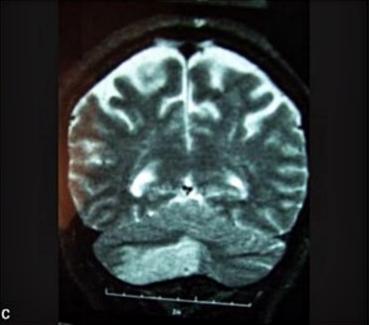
Tomografia computadorizada (A) e ressonância magnética (B, C) mostrando infarto isquêmico no território de irrigação da artéria cerebelar posteroinferior direita.
